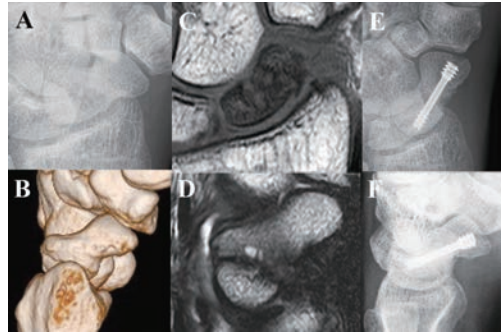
LI群の症例提示. A, Bは術前X線像. C, Dは術前MRI像でT1強調で低輝度・T2強調で等輝度. E, Fは術後X線像で骨癒合は良好である.
